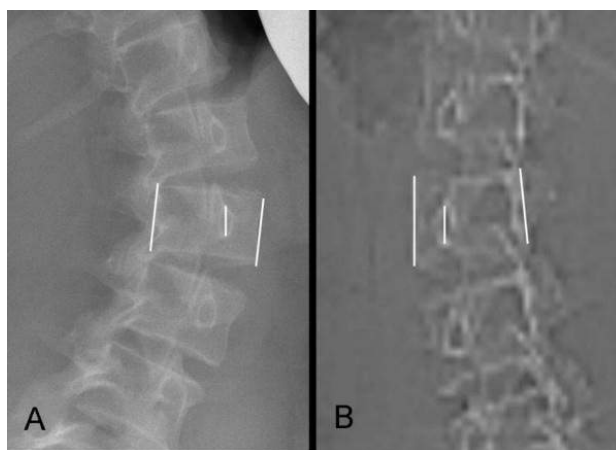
A* – простий рентгенівський знімок; *B* – знімок комп'ютерної томографії
